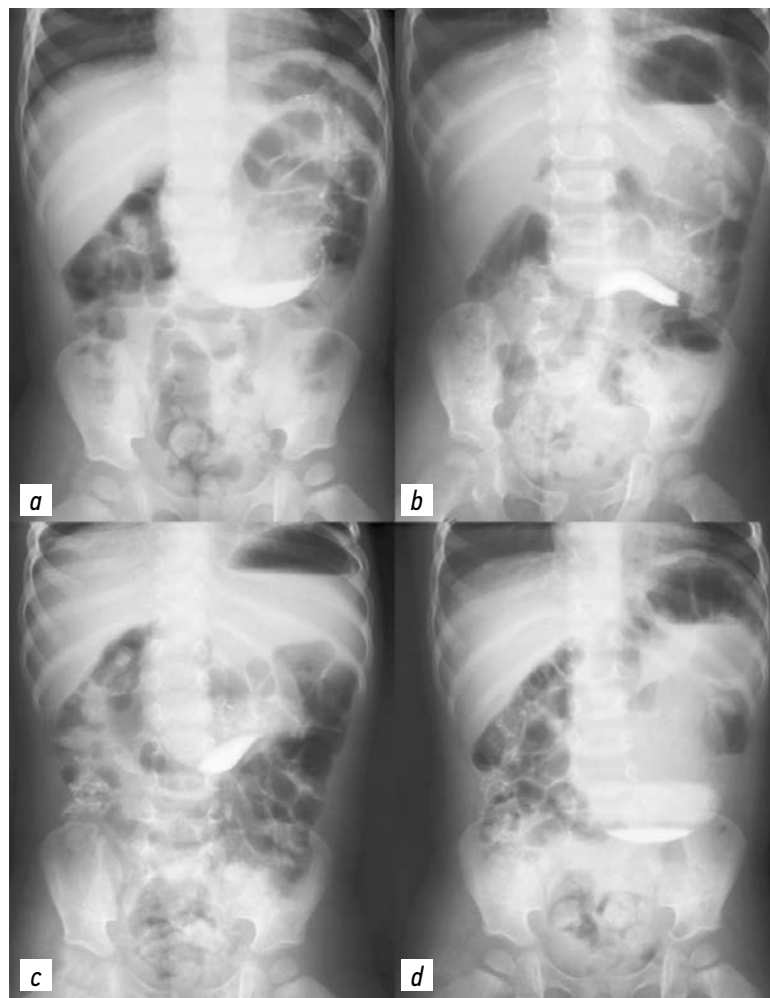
X-ray examination with the passage of a contrast agent through the gastrointestinal tract: *a* — 1.5 hours from the start of the study; *b* — 3 hours from the start of the study
